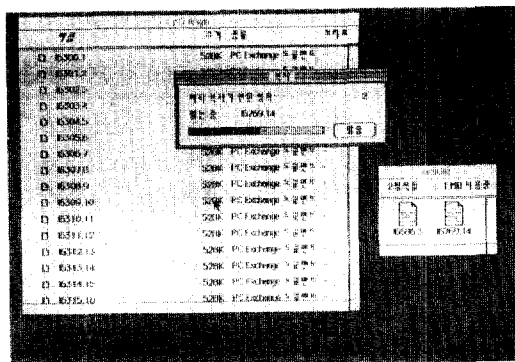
Transfer of CT image datasets to a personal computer with floppy diskette
